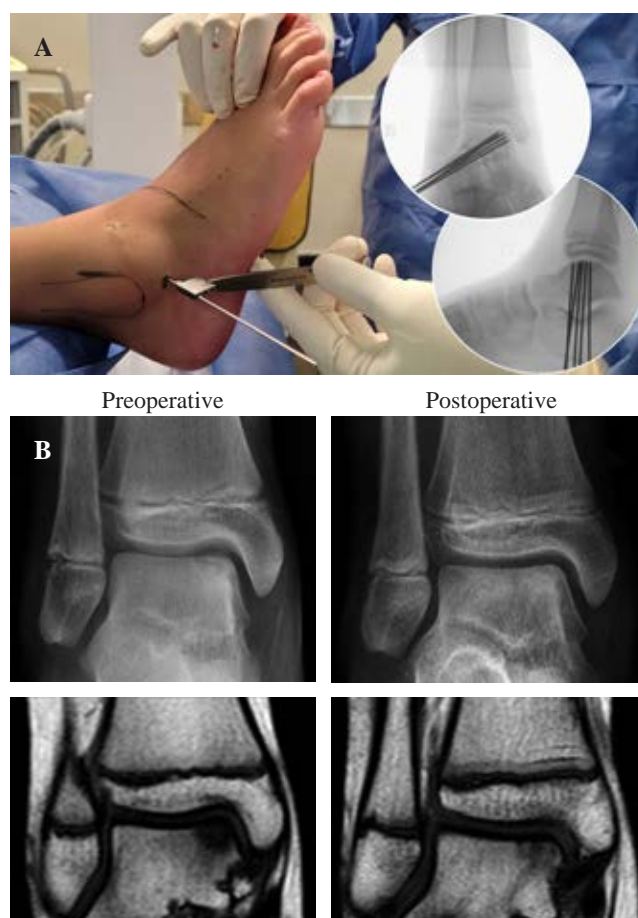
A) Retroarticular drilling using fluoroscopic-guided 1.6 mm K-wires. B) Preoperative and postoperative (6 months follow-up) magnetic resonance imaging (MRI) showing complete healing after retrograde drilling.
